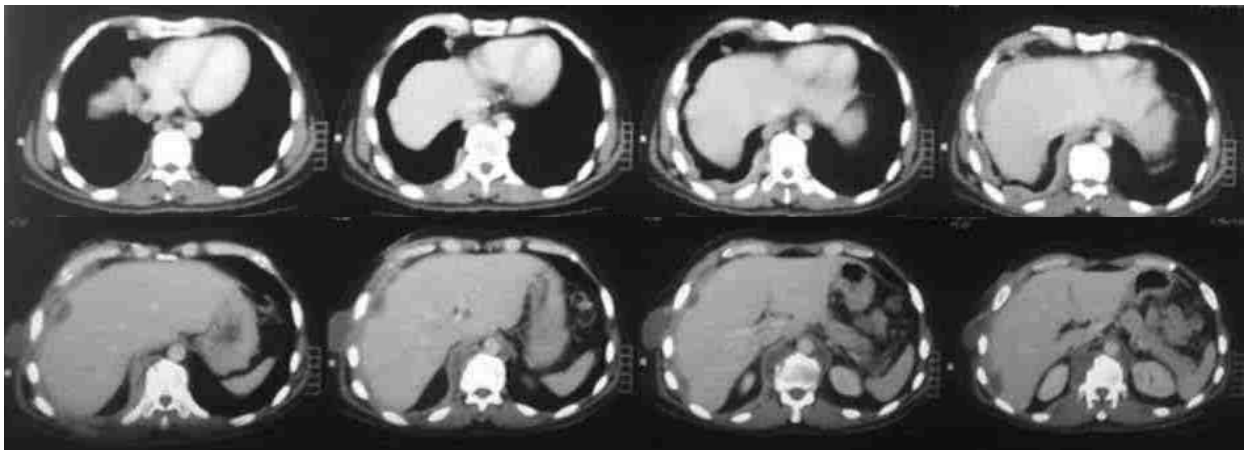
Tomografía espiral multicorte de tórax con contraste: adenomegalias (mediastinal, pleural y paravertebral) de aspecto necrótico; derrame pleural y masa de la pared torácica derecha.
